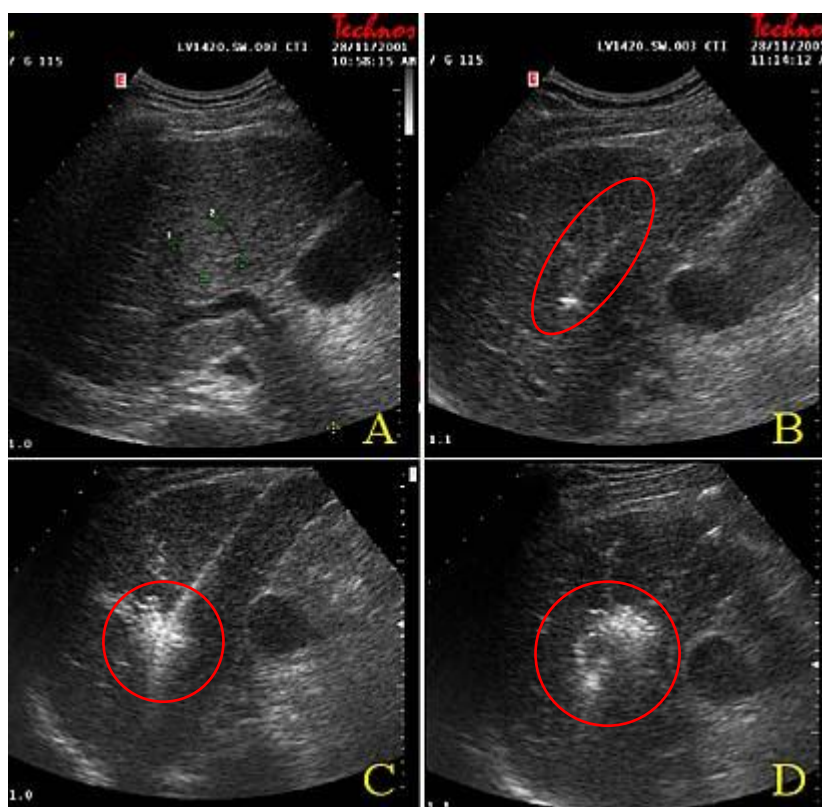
Trattamento di termoablazione di piccolo nodulo di epatocarcinoma del lobo destro epatico. Una volta identificata la lesione da trattare (A), l'ago-elettrodo viene inserito al suo interno sotto guida ecografica (B) e si attiva successivamente il generatore di radiofrequenze: durante il trattamento i fenomeni di vaporizzazione associati all'effetto termico determinano la formazione di un'area iperecogena (C) che si estende progressivamente a tutto il nodulo.
